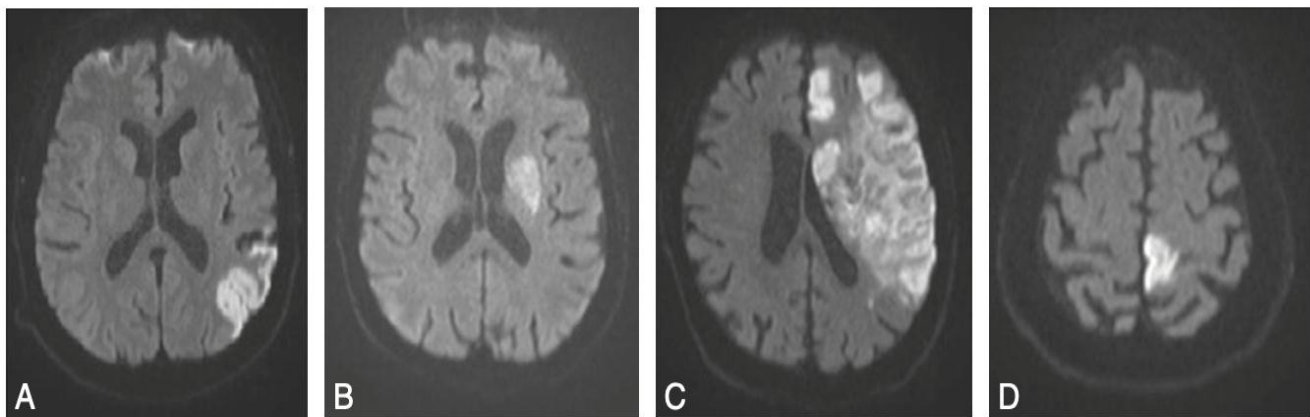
Infarctus en territoire carotidien. IRM séquence de diffusion.
